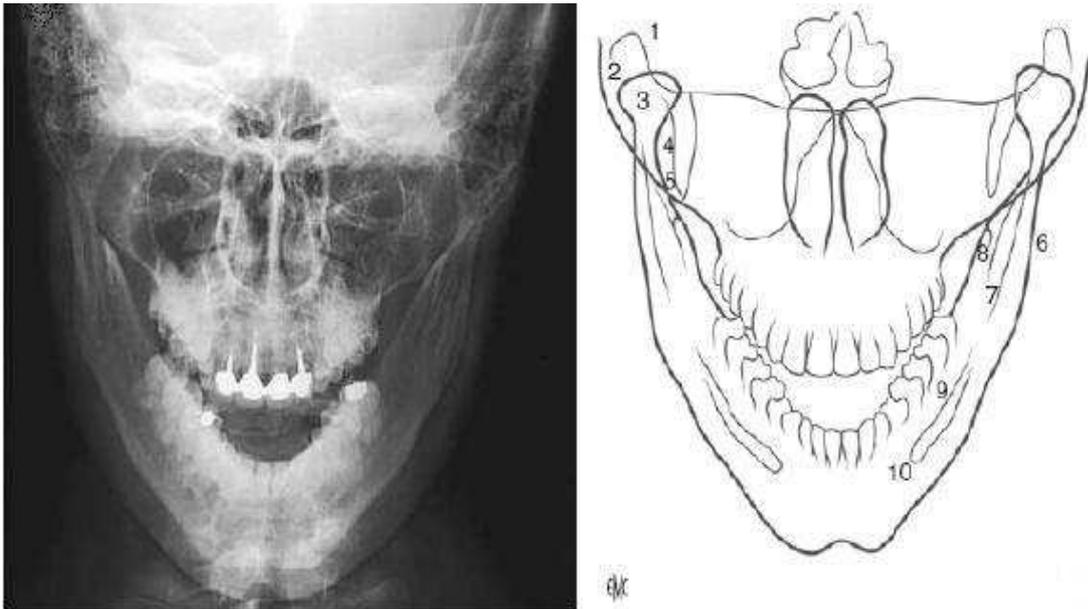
incidence fosse basse (indication des structures anatomiques) + radiographie [40] :
